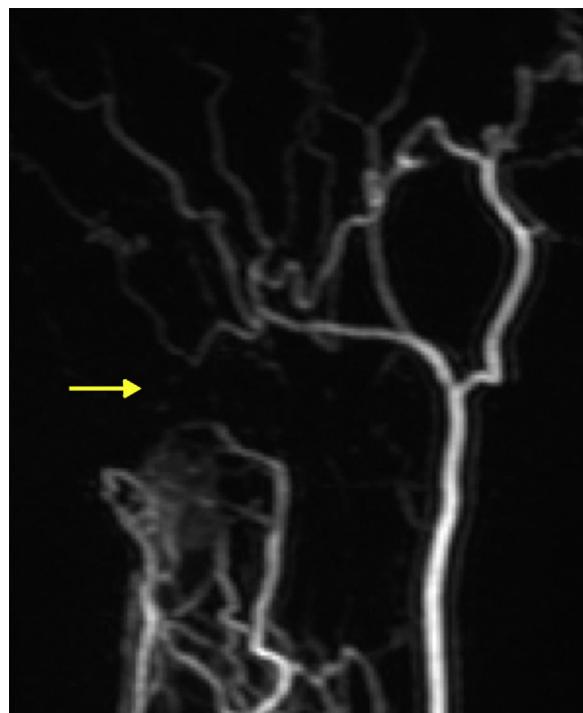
Angiorresonancia tras la inyección de gadolinio: detención brusca del paso de contraste en la arteria cubital al nivel del canal de Guyon. Arterial radial permeable que permite la vascularización digital.
